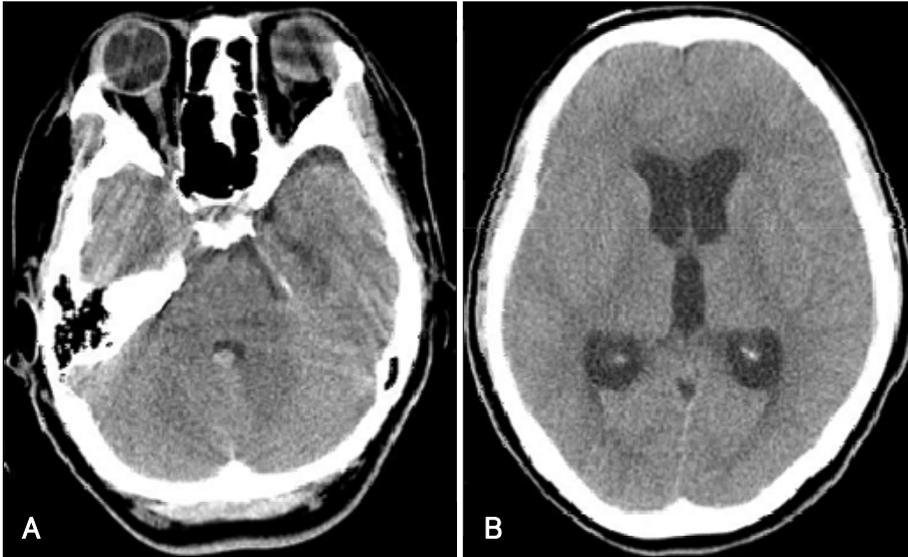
Initial non-contrast brain CT scans. A: Acute intraventricular hemorrhage (IVH) in 4th ventricle and sylvian aqueduct. B: Enlargement of 3rd and lateral ventricles with mild degree of hydrocephalus.
